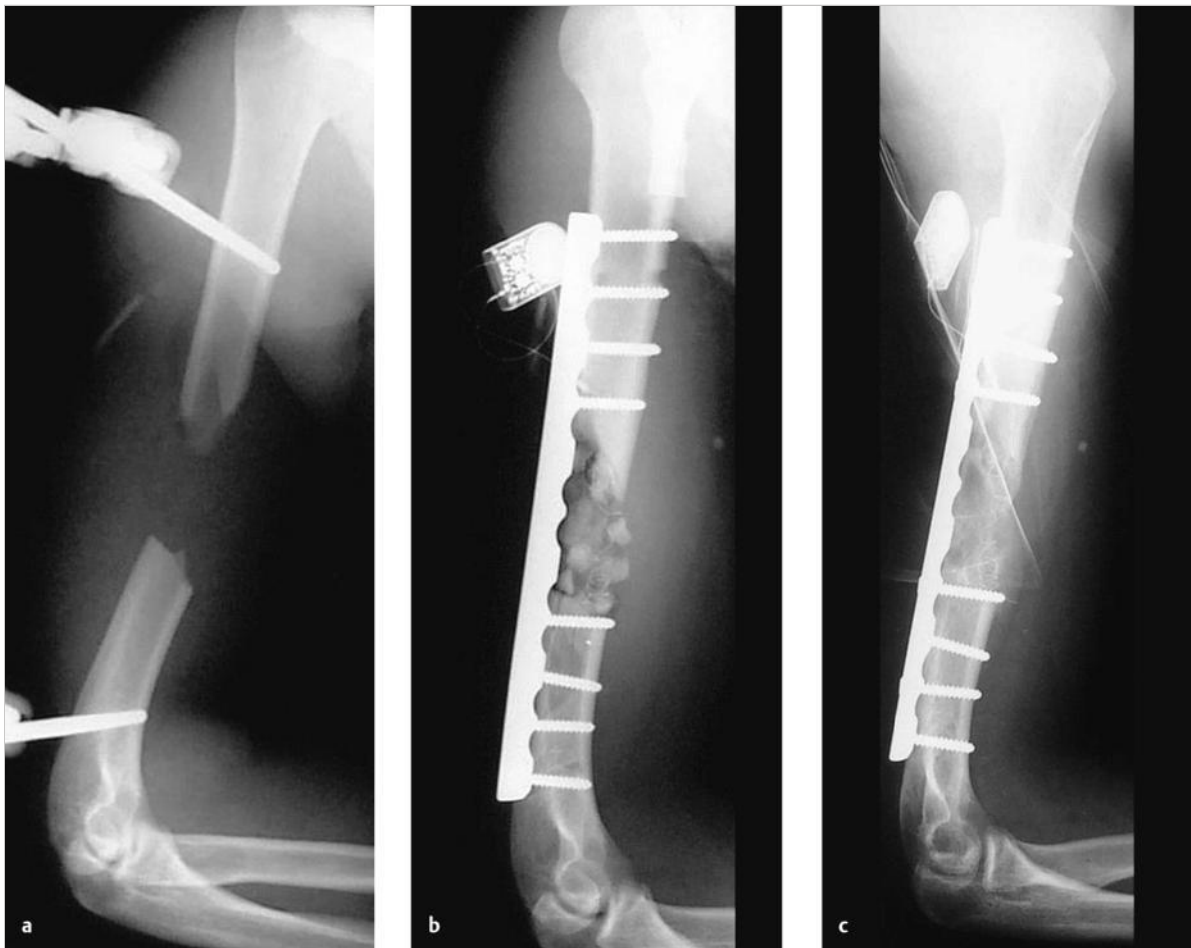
Autologe Spongiosaplastik. Röntgenaufnahmen eines jungen männlichen Patienten mit offener Humerusfraktur und segmentalem Knochendefekt nach Verkehrsunfall.
